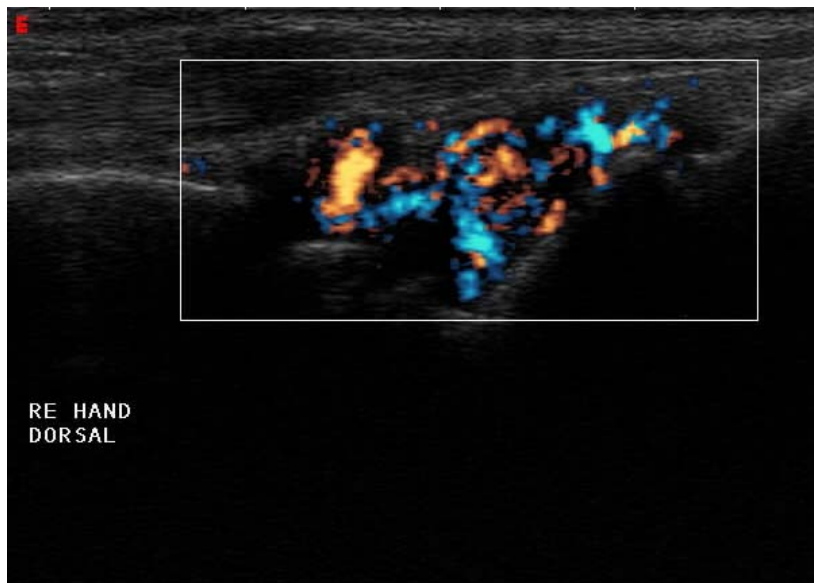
PD-US vom Handgelenk im dorsomedianen Längsschnitt, Patient vor Therapieumstellung: Power Doppler Grad 3
